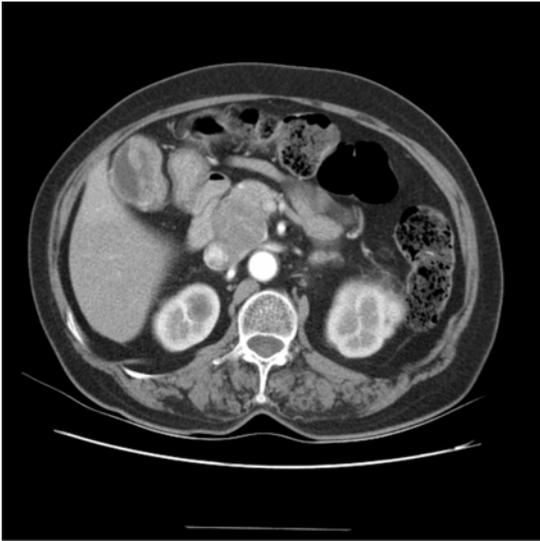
An abdominal CT scan shows a 2 cm sized focal wall thickening in the left lateral side of the GB. There is a 2 cm sized lymphadenopathy with central necrosis in the portocaval space, which attaches to the head of the pancreas.
